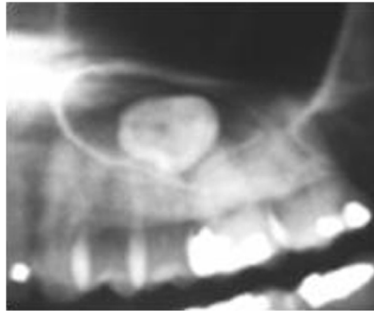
Radiografía panorámica que muestra el tercer molar desplazado hacia el seno maxilar. <sup>2</sup>
